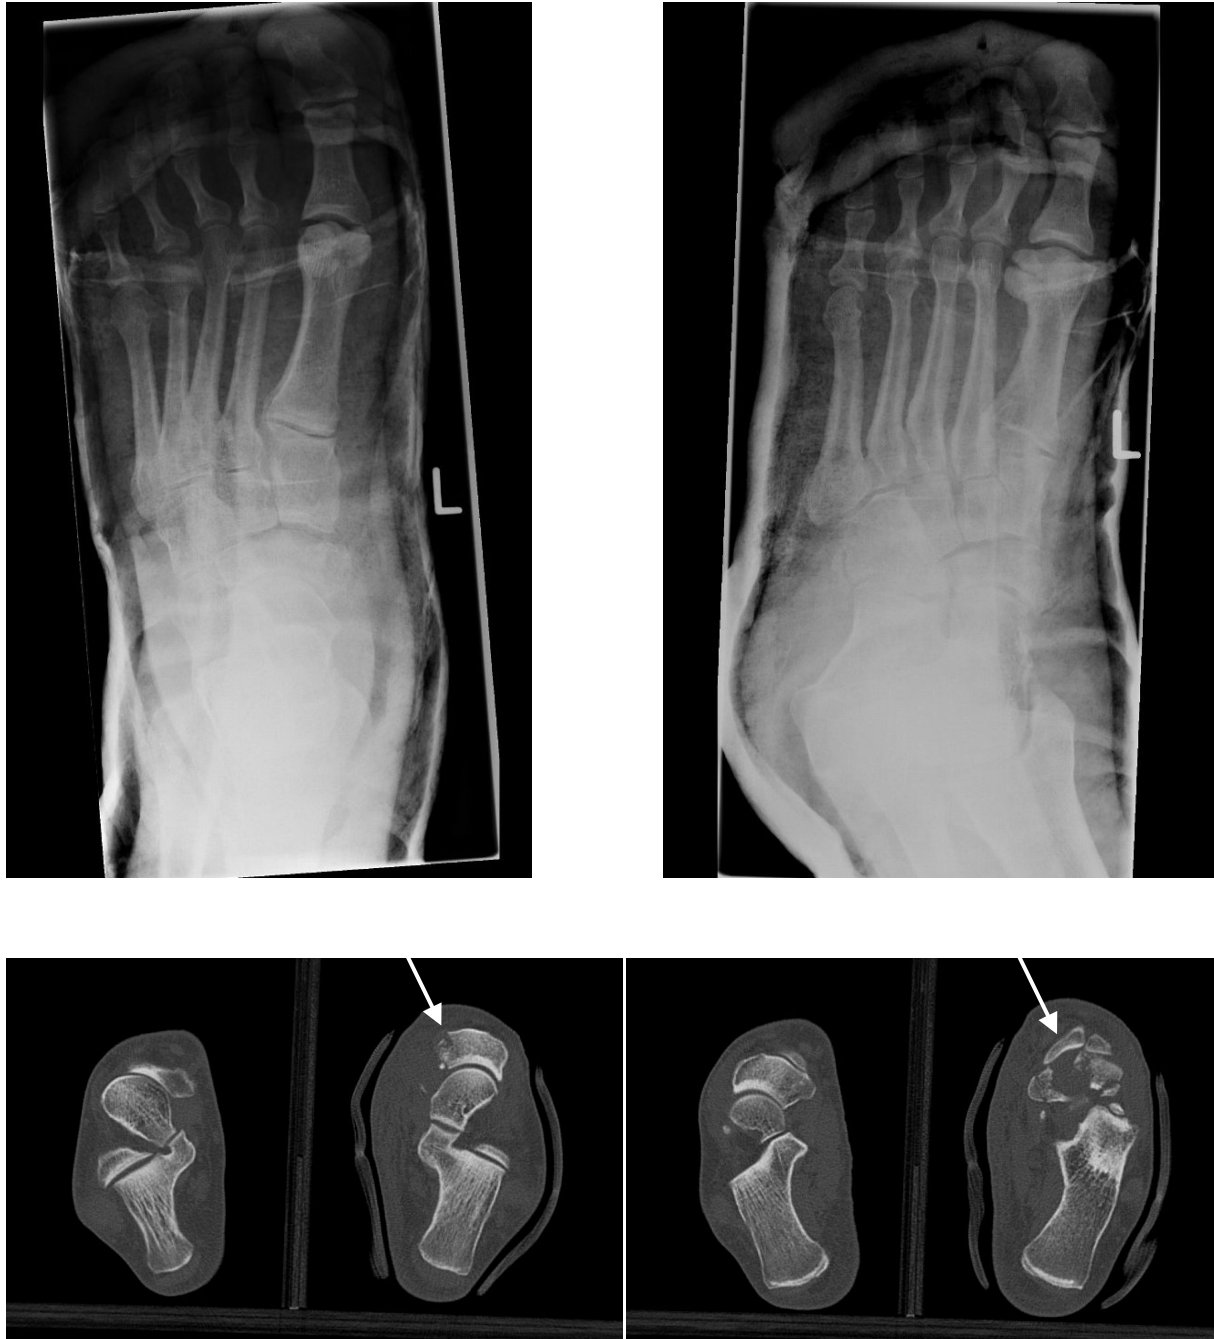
Zweitgradig geschlossene transnaviculare Chopart-Luxationsfraktur links bei einem 35 Jahre alten männlichen Patienten, welcher aus circa 2,5 Metern von einer Leiter stürzte. In den Röntgenaufnahmen ist die Verletzung des Os naviculare kaum zu sehen, da auch der angelegte Gips die Sicht erschwert. Erst in der CT wird die Mehrfragmentfraktur des Os naviculare deutlich (weiße Pfeile). Die Fraktur wurde innerhalb von 24 Stunden diagnostiziert und 7 Tage nach dem Unfall offen reponiert und mit zwei Schrauben fixiert.
